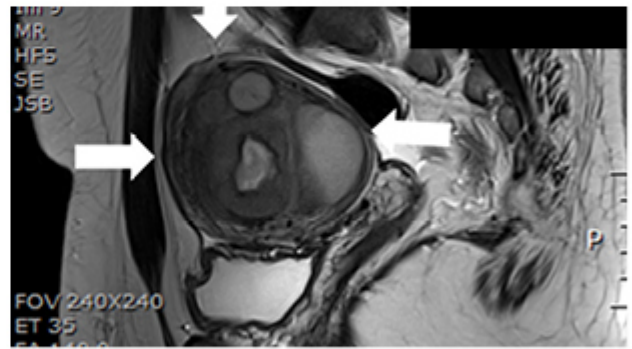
b, MRI T2-Endometrial Stromal Sarcoma, intermediate to high signal
